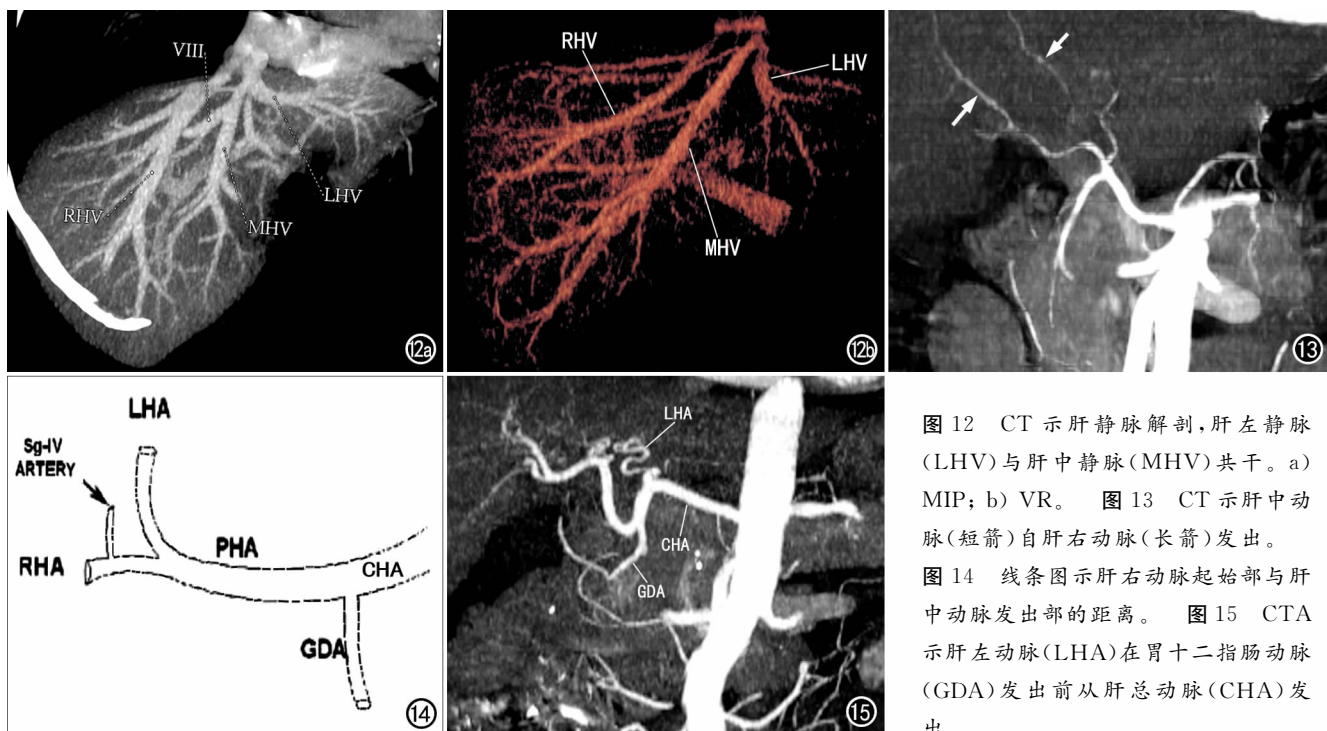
CT 示肝静脉解剖，肝左静脉(LHV)与肝中静脉(MHV)共干。a) MIP；b) VR。图 13 CT 示肝中动脉(短箭)自肝右动脉(长箭)发出。图 14 线条图示肝右动脉起始部与肝中动脉发出部的距离。图 15 CTA 示肝左动脉(LHA)在胃十二指肠动脉(GDA)发出前从肝总动脉(CHA)发出。
